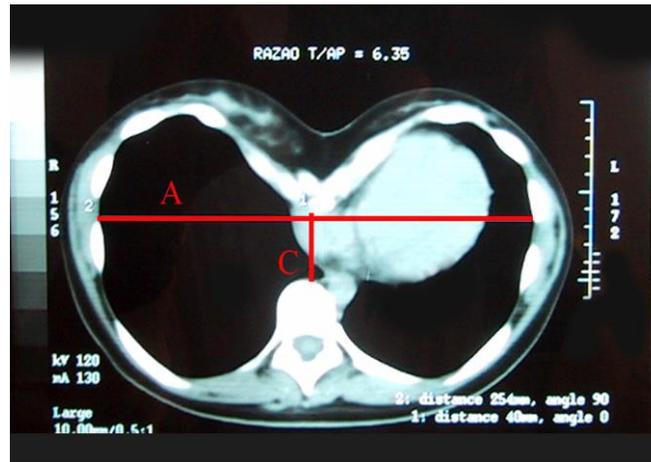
Corte de tomografia de tórax no ponto de maior depressão do PE demonstrando como se mede o índice de Haller= A/C. (A= distância látero-lateral e C= distância ântero-posterior)
